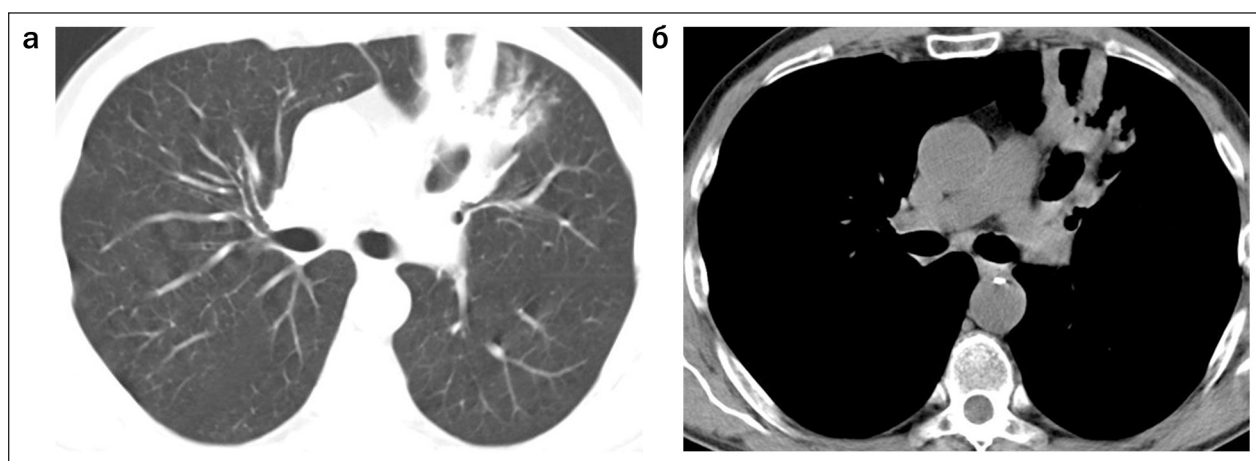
Компьютерные томограммы, лёгочное электронное окно:
